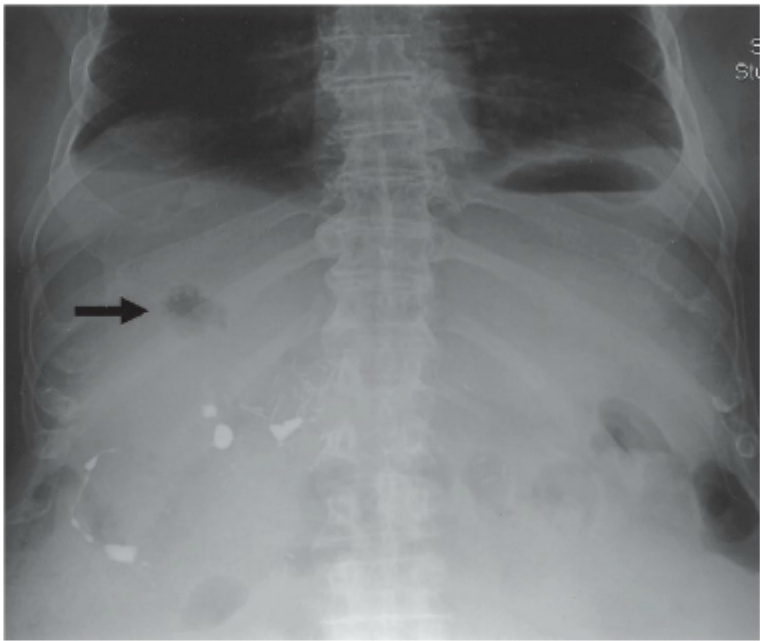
Radiografia simples do abdome demonstra uma quantidade anormal de ar no quadrante superior direito sugestivo de um abscesso hepático piogênico (seta preta).
